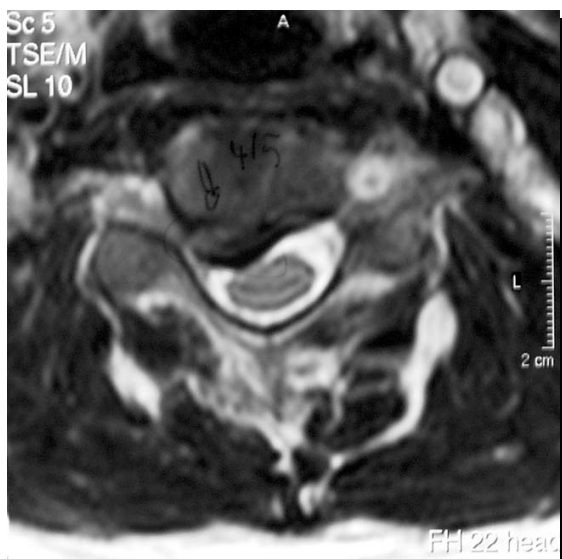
prae-op MRT Aufnahme
